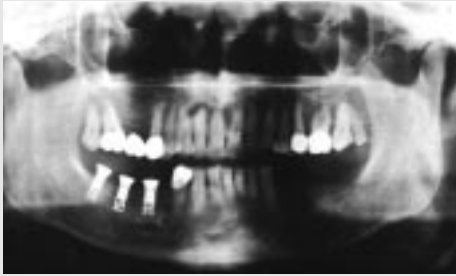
우측식립 후 Orthopantomograph (1990년 12월)
